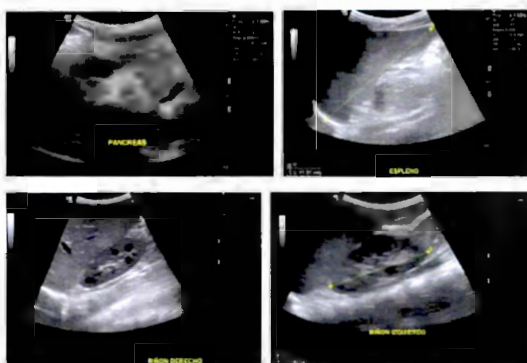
Ultrasonido abdominal y retroperitoneo
